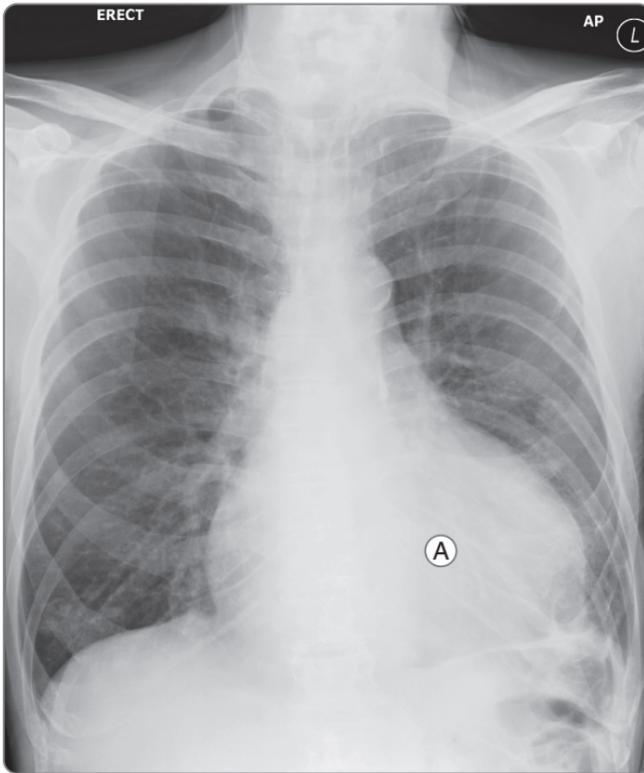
Рентгенограмма органов грудной клетки. Перикардиальный выпот: увеличение тени сердца (А) и необычная округлая форма
